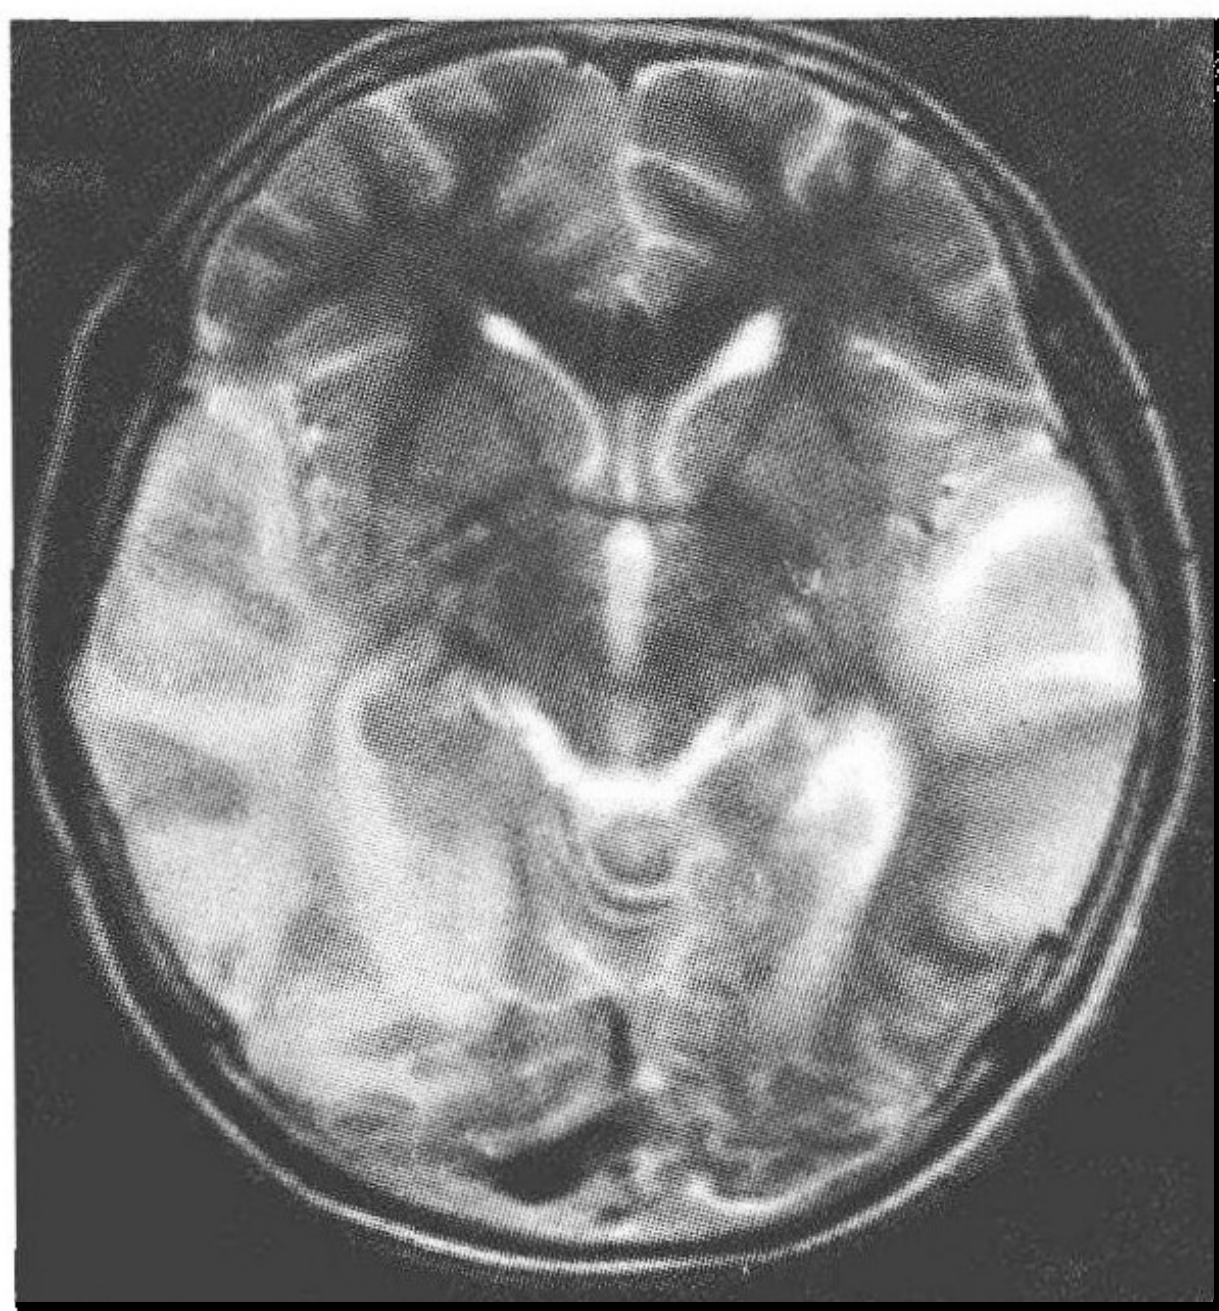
头颅MRI示双侧额叶、顶叶、枕叶异常信号
